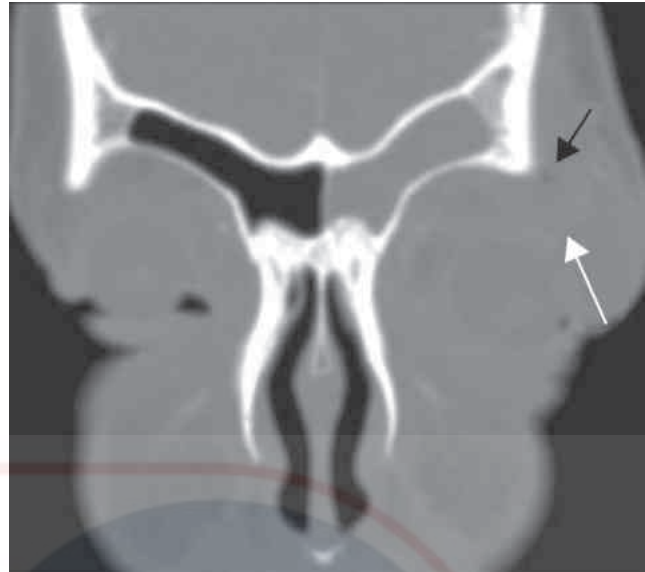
Una tomografía computarizada muestra un absceso orbitario superior de una sinusitis frontal aguda del mismo paciente de la Figura 48.12. La flecha blanca muestra el absceso y la flecha negra muestra aire en la órbita. Debe realizarse un drenaje de la órbita y del seno frontal. La trepanación del seno frontal es un abordaje rápido y sencillo que suele cicatrizar bien.
